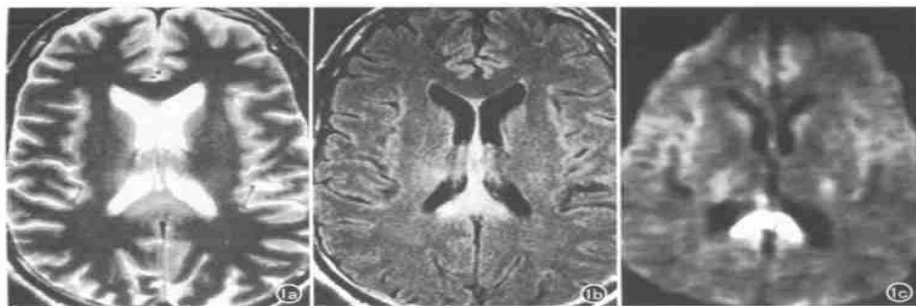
头颅外伤。a) 横断快速SE T<sub>2</sub>WI; b) FLAIR 成像, 均显示DAI的征象, 胼胝体压部示高信号影; c) EPI像, 亦示胼胝体压部的高信号影, 影像更加突出。
